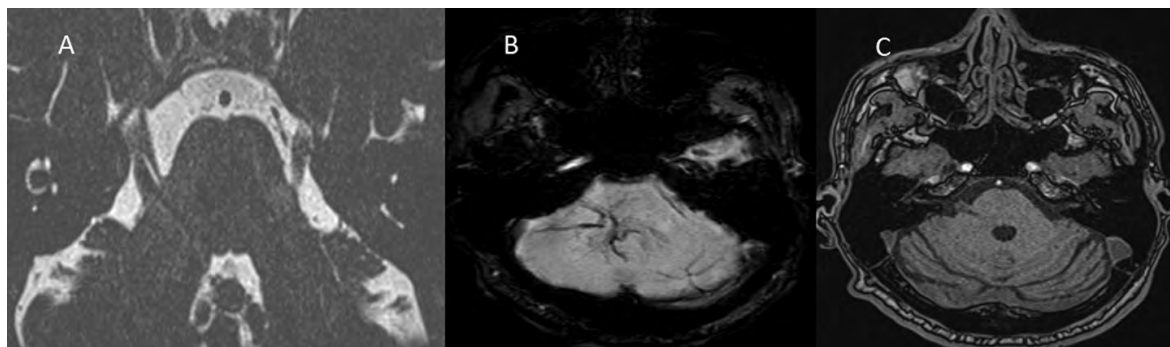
MRI findings in Case 2: A – 3D-DRIVE image showing a dilated venous structure in the right cerebellopontine angle compressing the cisternal segment of the right trigeminal nerve; B – SWI demonstrating a “caput medusae” pattern in the right cerebellar hemisphere and middle cerebellar peduncle; C – 3D-TOF MR angiography showing no arterial neurovascular conflict around the right trigeminal nerve. Source: created by the authors
